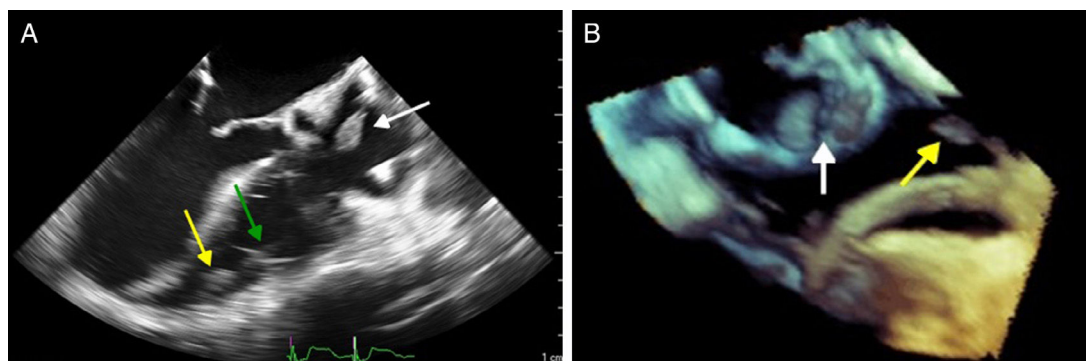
A: ecocardiograma transesofágico 2D, em incidência de três câmaras (120°), a mostrar vegetações na sonda auricular (seta branca) e na extremidade (seta amarela) da sonda ventricular (seta verde). 2 B: ecocardiograma transesofágico em modo 3D Zoom, plano bicava (120°), a demonstrar múltiplas vegetações na sonda auricular (seta branca) e ventricular (seta amarela).
